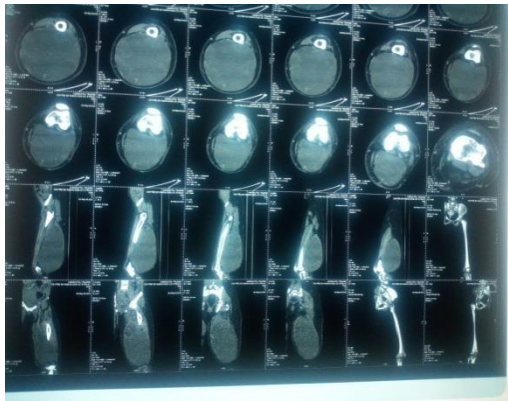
image TDM de la cuisse gauche.
